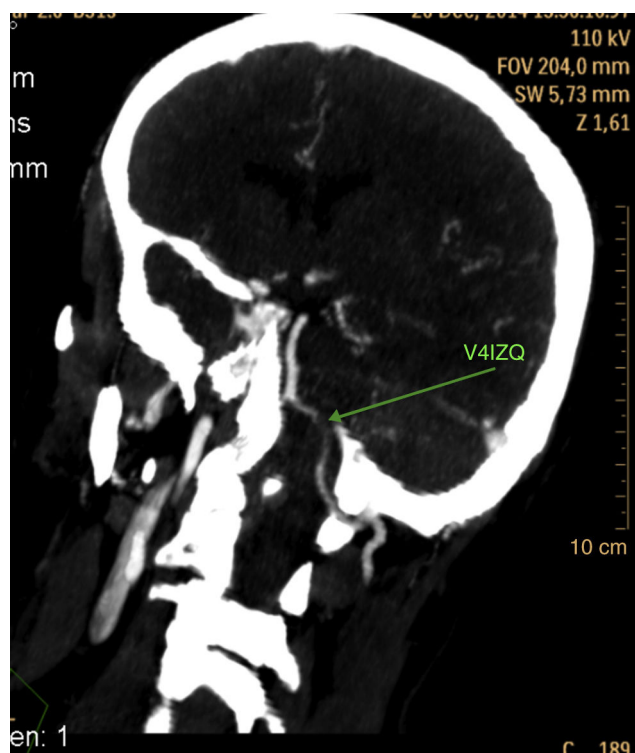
Angio-TAC de tronco supra-aórtico. Se visualiza la disección en segmento V4 de arteria vertebral izquierda.
